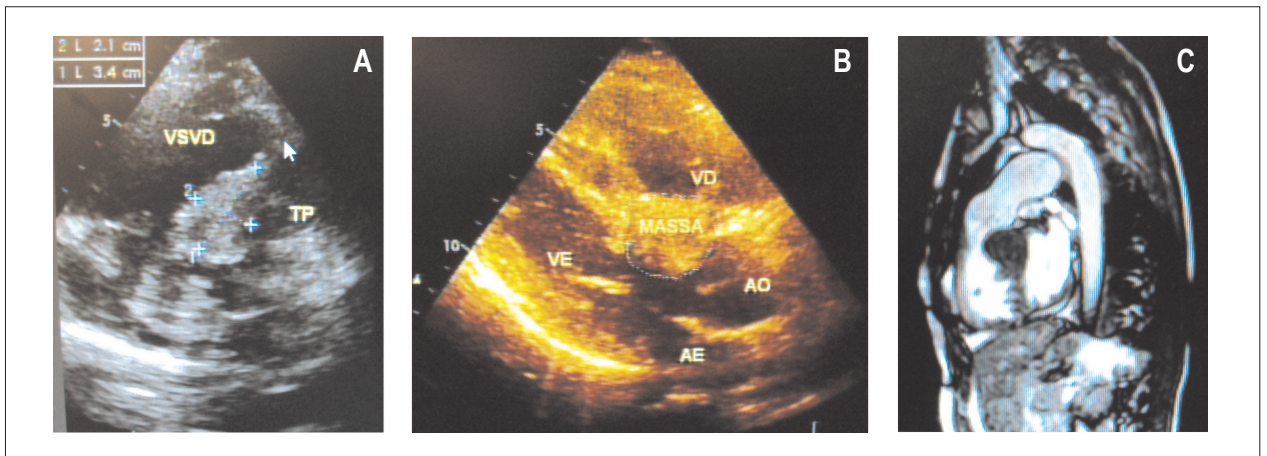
Ecocardiograma mostra massa obstrutiva na via de saída do ventrículo direito em corte paraesternal eixo curto em A, circunscrita ao septo interventricular em corte longitudinal em B, e nítida obstrução da via de saída do ventrículo direito na ressonância nuclear magnética em C.
